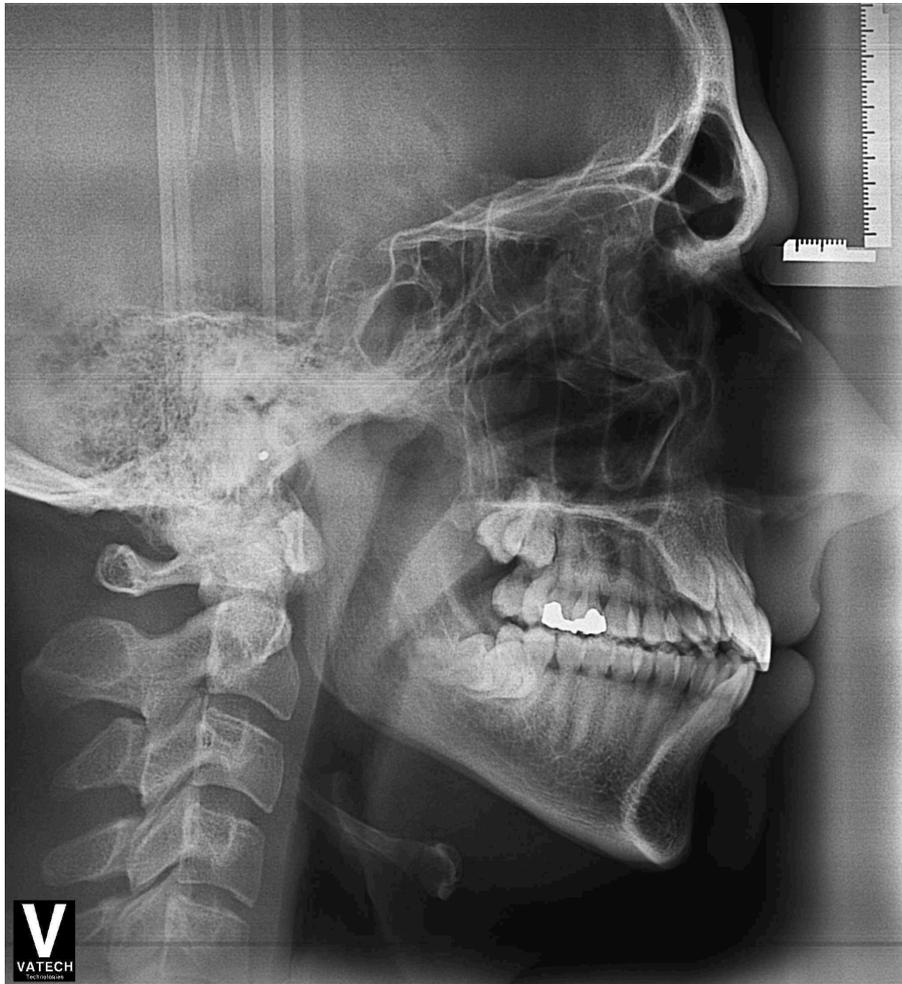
TELERRADIOGRAFIA LATERAL DO CRÂNIO
